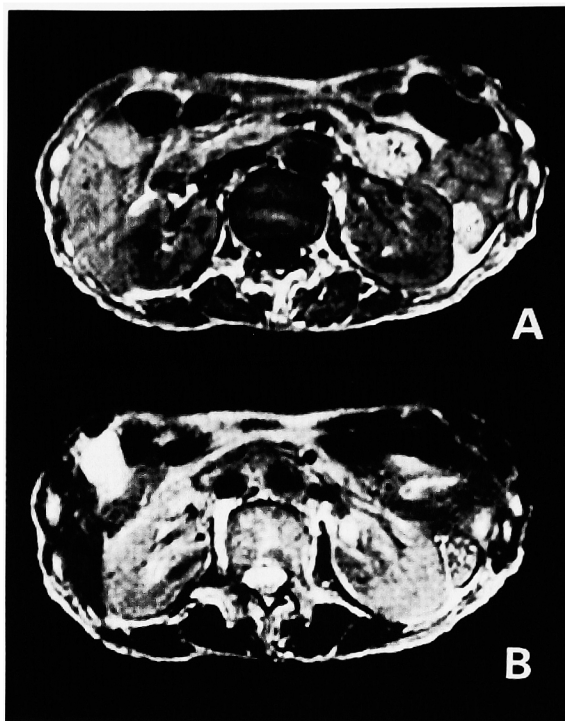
A: The mass showed iso-intensity in T1-weighted image. B: The mass showed lower intensity in T2-weighted image.
